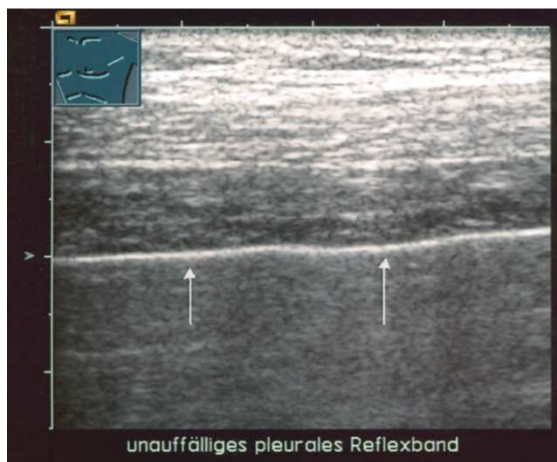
Normalbefund der Thoraxwand in der B-Bild Sonographie, Pfeile: sog. pleurales Reflexband (Quelle: Prof. Görg, Marburg)
